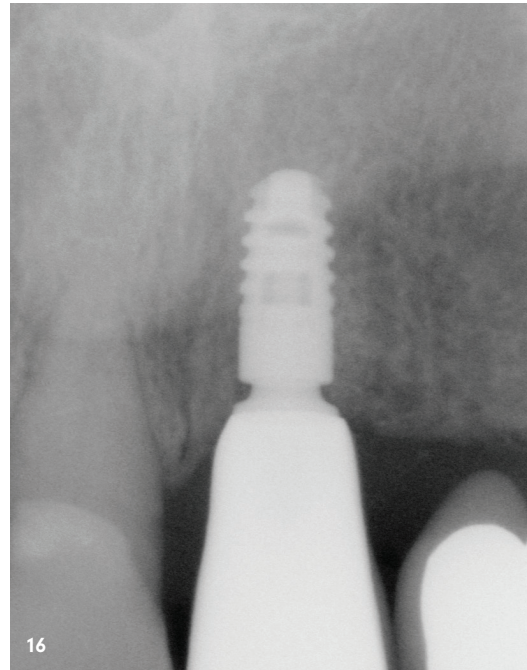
Inserterter Scanbody bei der Freilegungsoperation. – Abb. 15: Endgültig eingesetzte Krone. – Abb. 16: Röntgenkontrolle zehn Monate nach Einsetzen der finalen Krone zeigt stabiles Knochniveau um Implantat 21.
